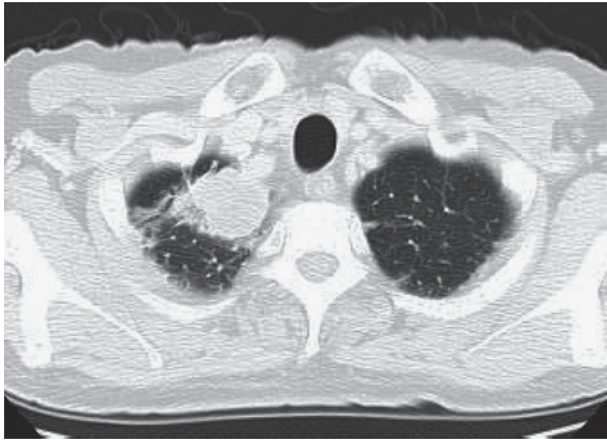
A chest CT scan shows a tumor shadow in the right upper lobe.
